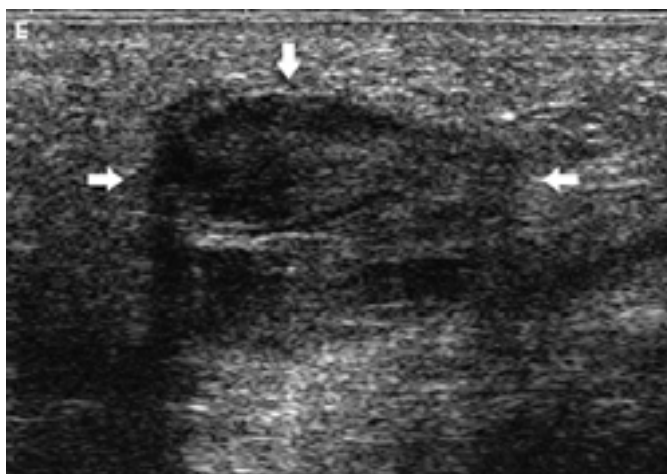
Sonographischer Befund. Echoarmer, scharf begrenzter Knoten (mit Pfeilen markiert) im Niveau der Plantarfaszie (Größe 1,8 × 1,5 × 1,3 cm).
